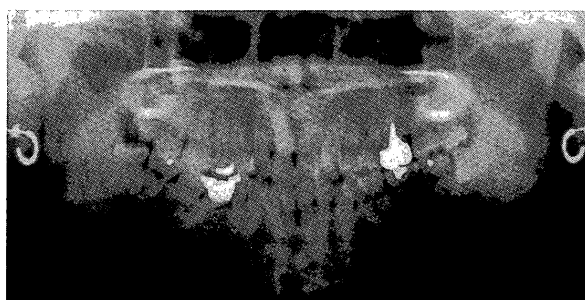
Pre treatment panoramic radiographs (25Y7M)
